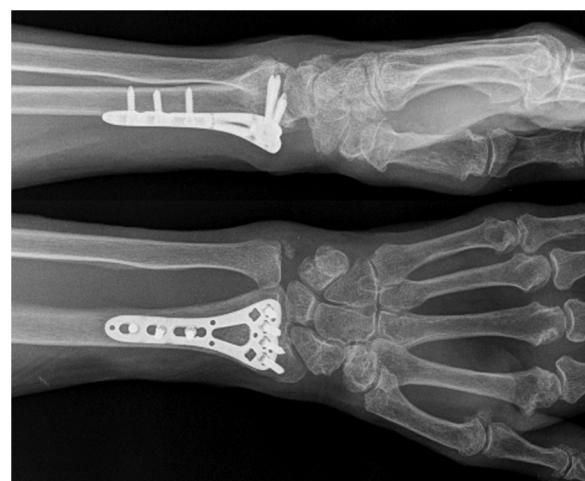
Radiografía primer paciente.
